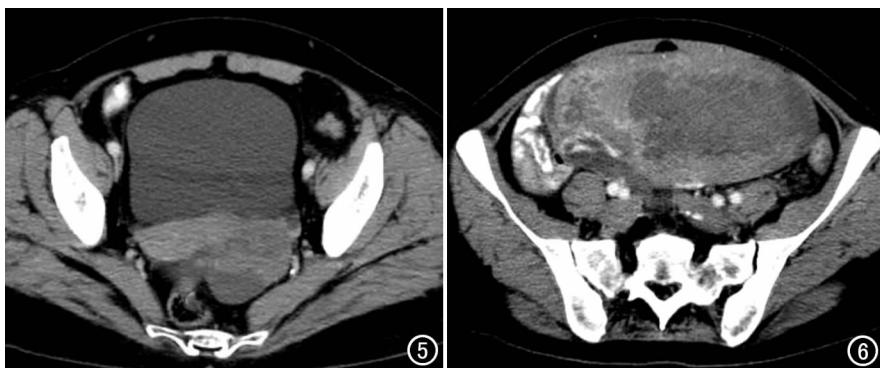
实性卵泡膜细胞瘤,增强 CT 示肿瘤内实性成分与低密度区所占比例相仿,低密度区所占比例为 1/3~2/3。图 6 实性卵泡膜细胞瘤,增强 CT 示肿瘤内实性成分呈中等和高密度区,范围小于低密度区,低密度区所占比例 >2/3。
